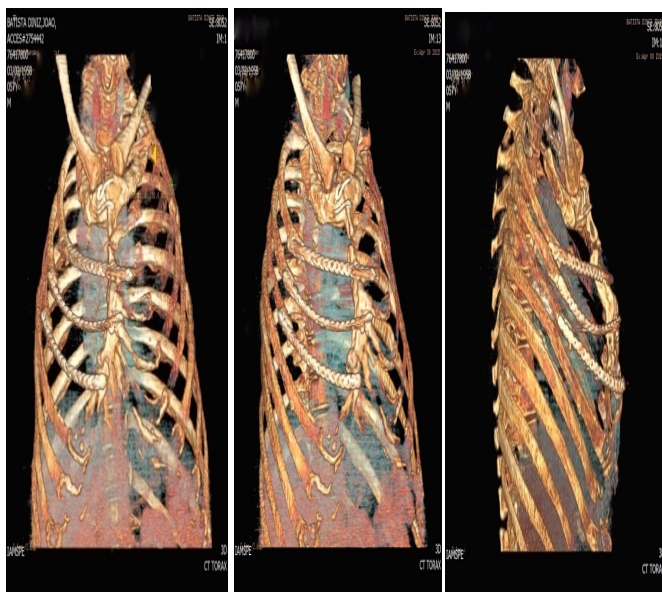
Tomografia computadorizada de controle com reconstrução 3D - 4º mês de pós-operatório
